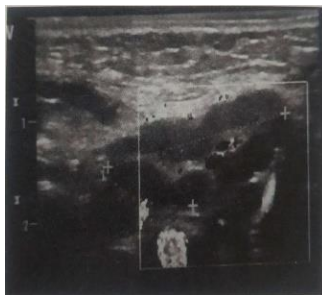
USG regiunii bucale a pacientei K., 5 ani.
